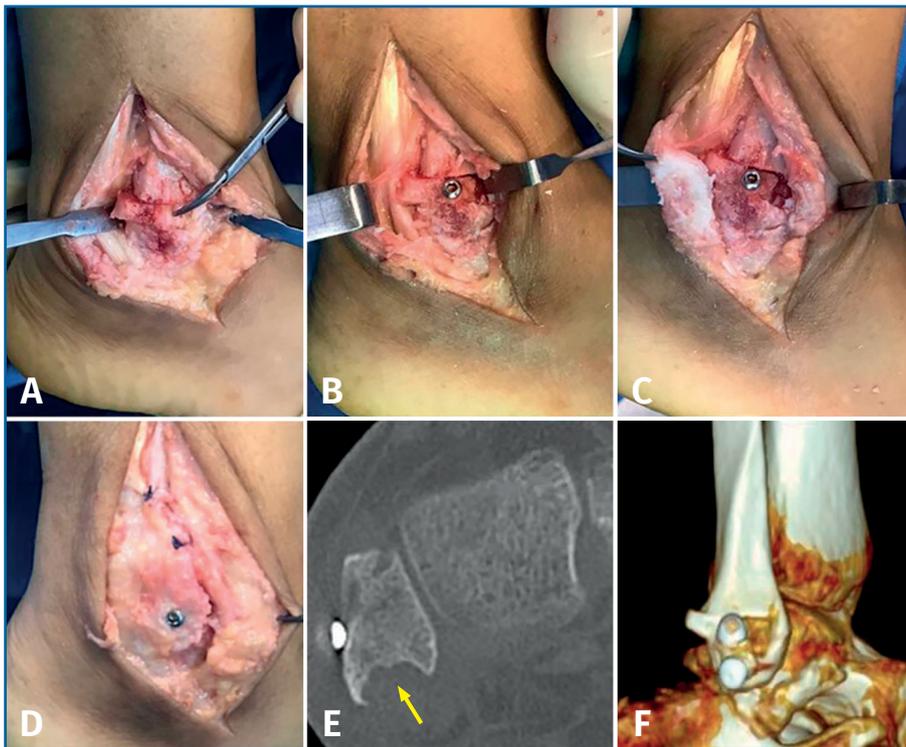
Imágenes intraoperatorias y postoperatorias de la técnica quirúrgica. A: osteotomía de base trapezoidal del maléolo peroneo y desplazamiento del bloque óseo hacia posterior para actuar como límite lateral del canal de los tendones peroneos; B: fijación del bloque óseo con un tornillo de esponjosa; C: curetaje y obtención de lecho sangrante en fractura-avulsión cortical externa del maléolo peroneo; D: síntesis de cortical externa del maléolo peroneo con otro tornillo de esponjosa; E: corte axial de tomografía computarizada posquirúrgica a los 3,5 meses de evolución, donde observamos el labrado y la profundización del canal retromaleolar de los tendones peroneos (flecha) y el aumento del límite lateral del canal por el desplazamiento del bloque óseo hacia posterior, lo cual podemos observar también en la reconstrucción 3D (F).
